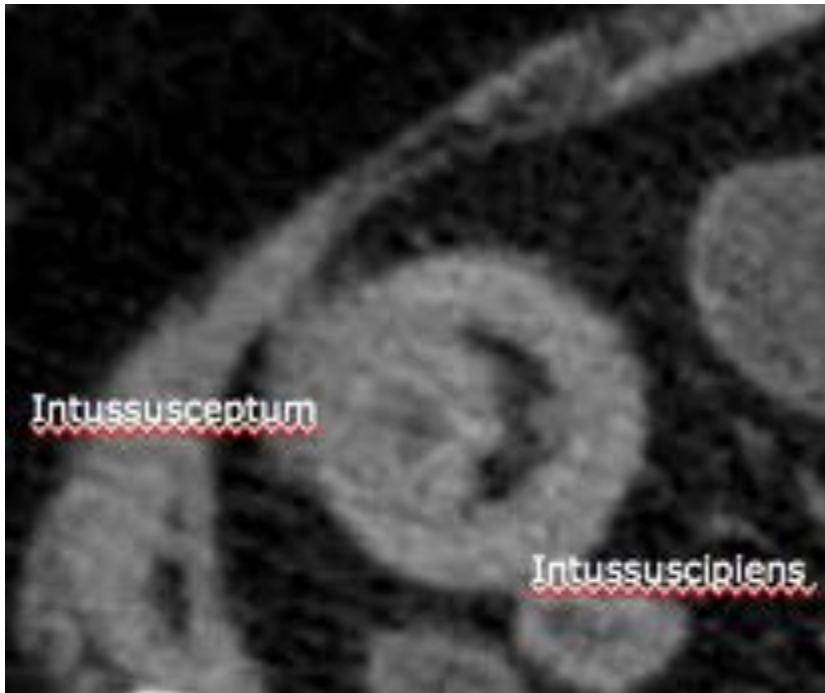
TC en la invaginación, con los dos segmentos intestinales con interposición de grasa mesentérica.
